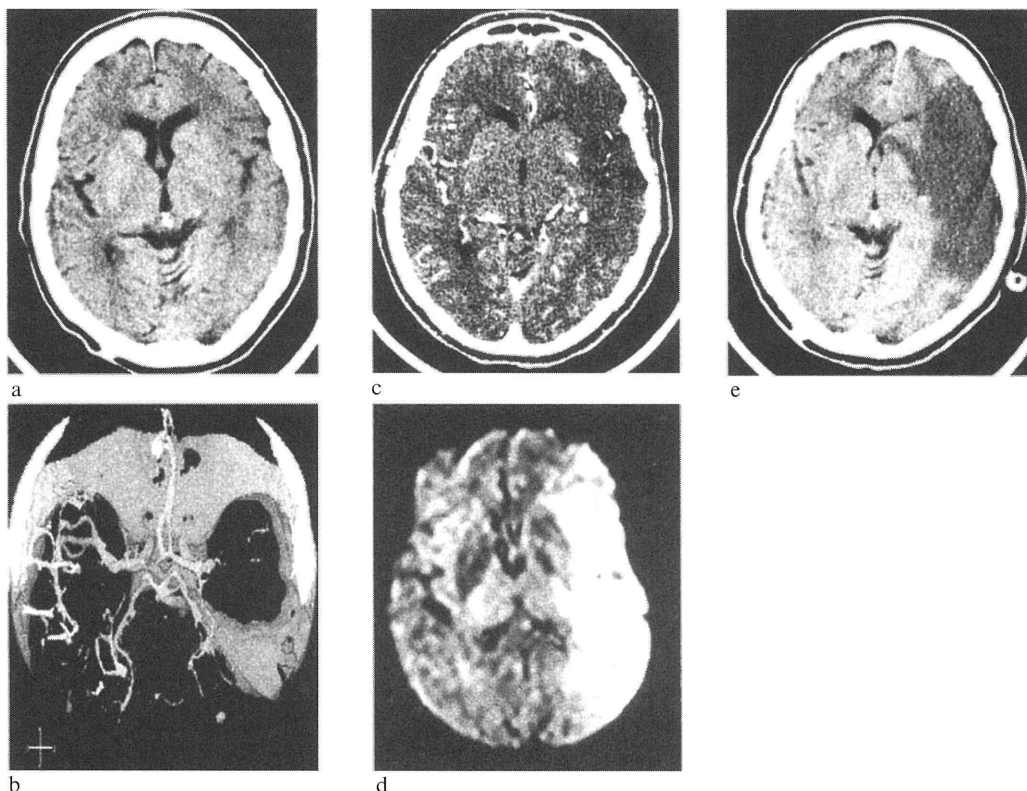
Diffusion MRI vs CTA-source image
